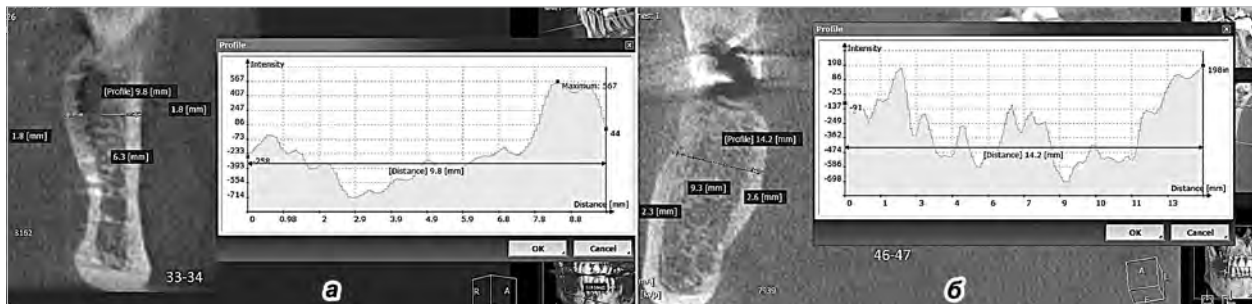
Дослідження лінійних розмірів коміркового відростку та шарів його кісткової тканини і щільності кістки у чоловіків, обидва 45 р. на рівні 33–34 (а) з адентією (16/18/26/46) і 46/47 (б) з адентією 45–46 зубів (КТ-зображення).
